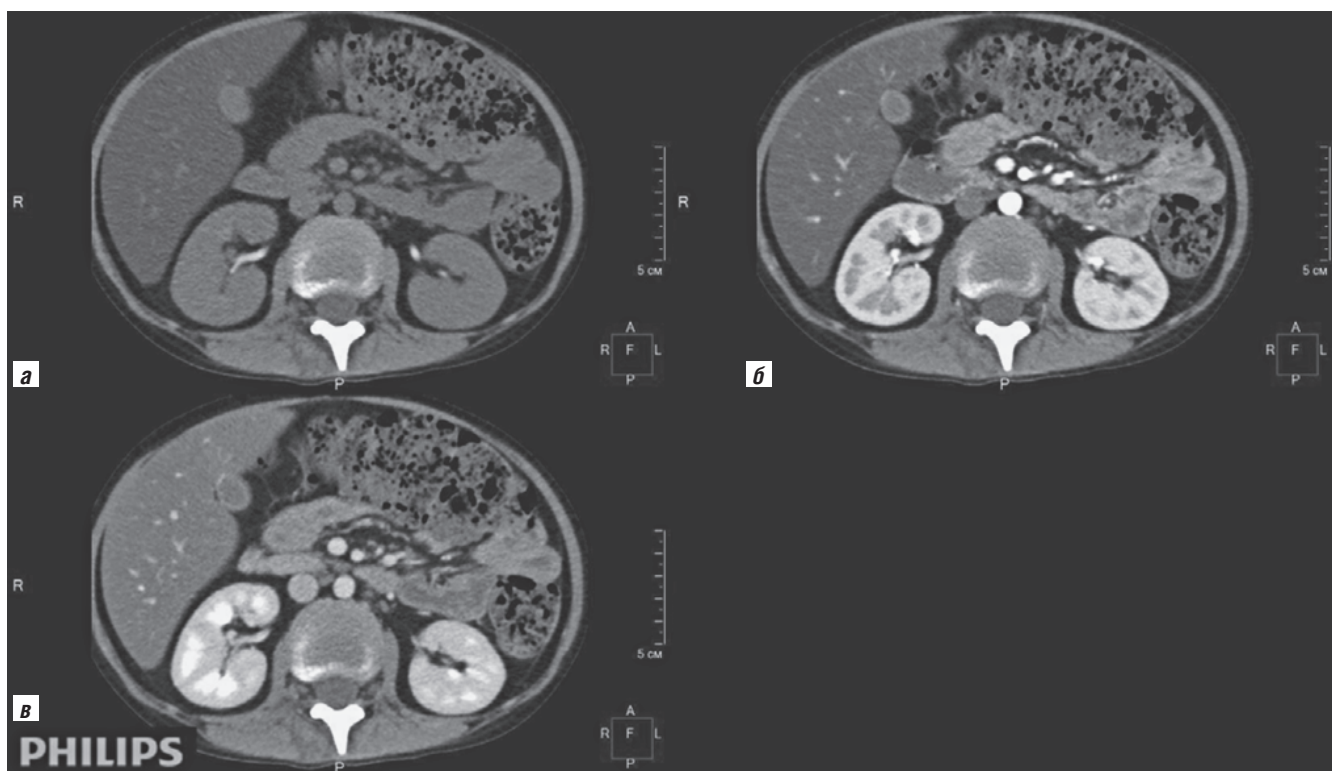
Компьютерная томография, 25-е сутки от начала лечения (ноябрь 2022 г.) в аксиальной проекции, в нативную (а), артериальную (б), венозную (в) фазы сканирования — очаговые изменения в почках не прослеживаются
